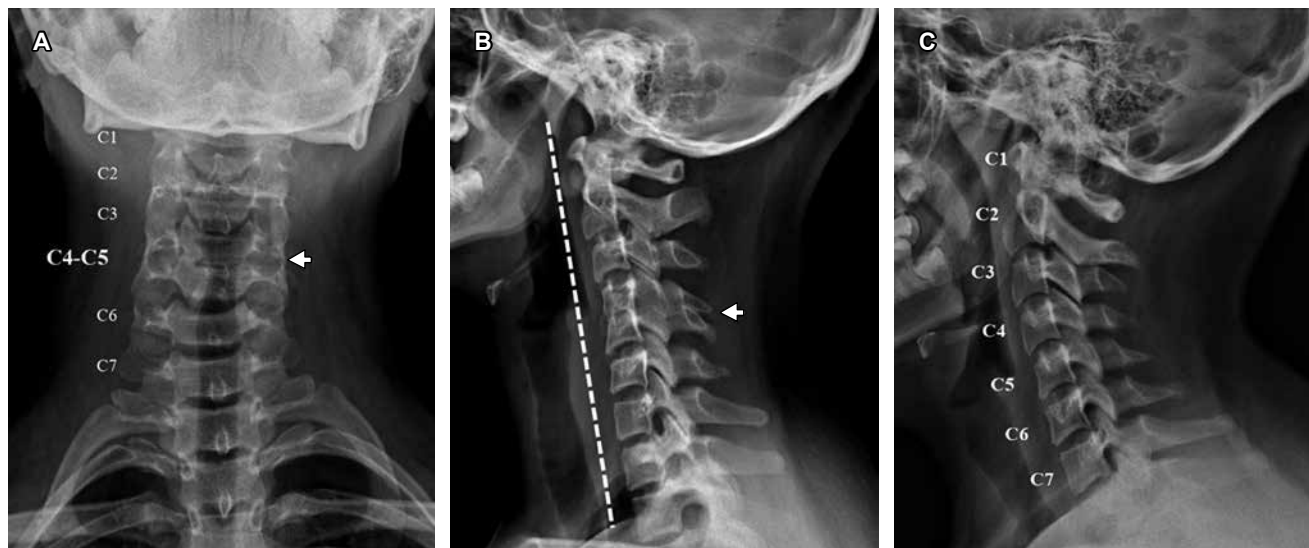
A) Radiografía de columna cervical en proyección anteroposterior. B) Vista lateral que muestra sinostosis en C4-C5 (flechas) y rectificación de la lordosis cervical (línea punteada). C) Imagen comparativa normal.
